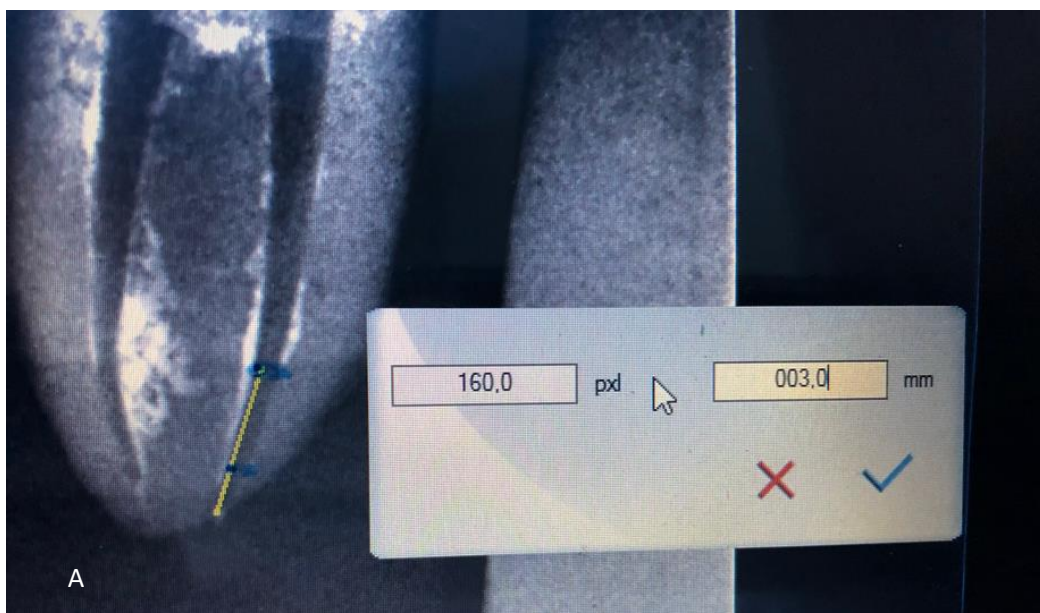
grade de integração sobreposta às radiografias periapicais após obturação (A), remoção (B) e reinstrumentação (C) dos canais radiculares.
